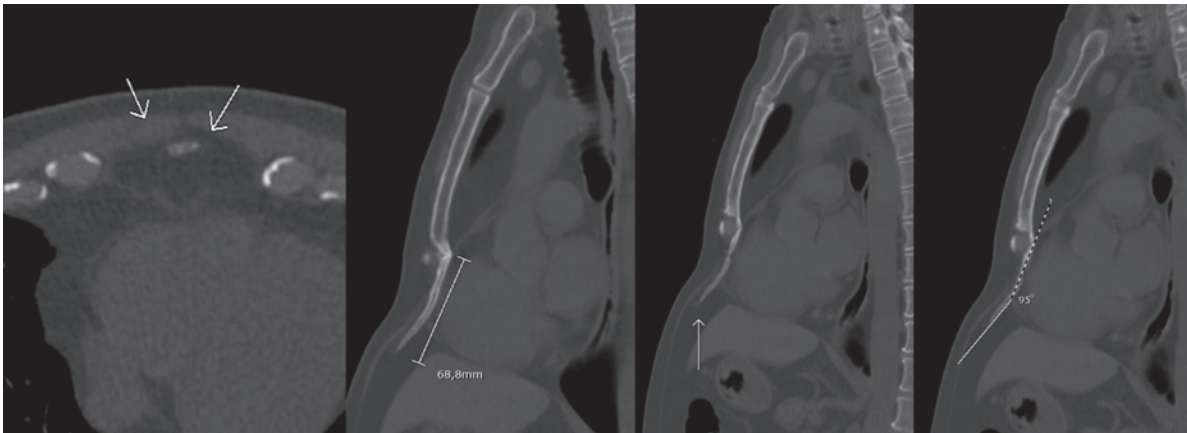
Tomografía de abdomen que evidenció apéndice xifoides hacia anterior.
